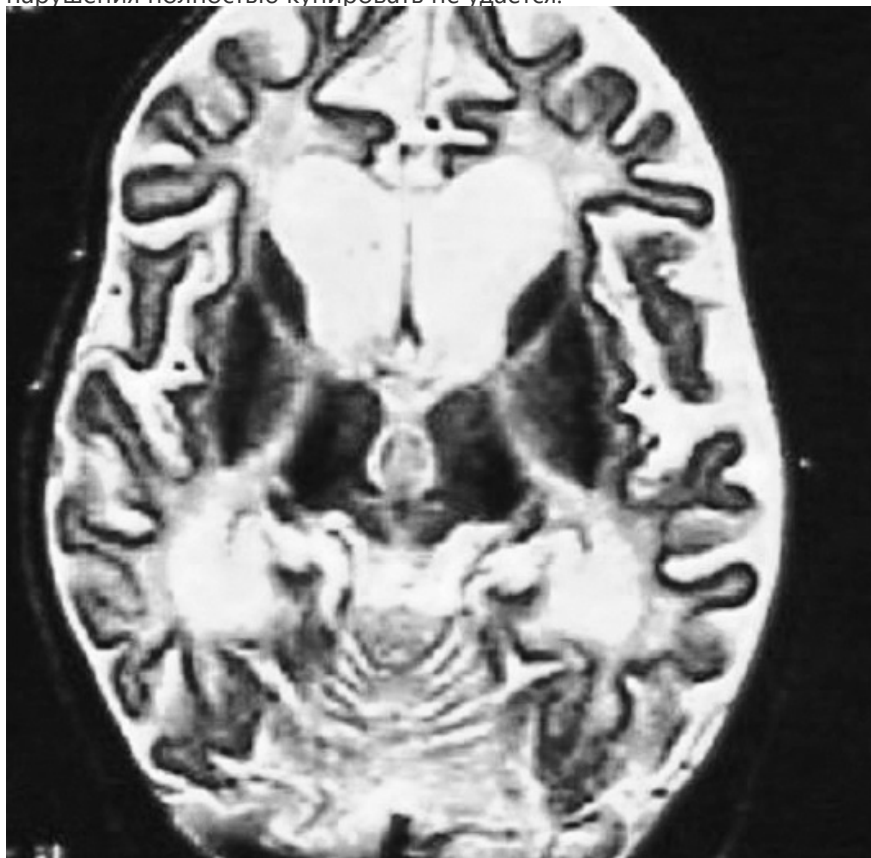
МРТ головного мозга пациента с недостаточностью биотинидазы. Нарушение миелинизации и атрофические изменения коры
